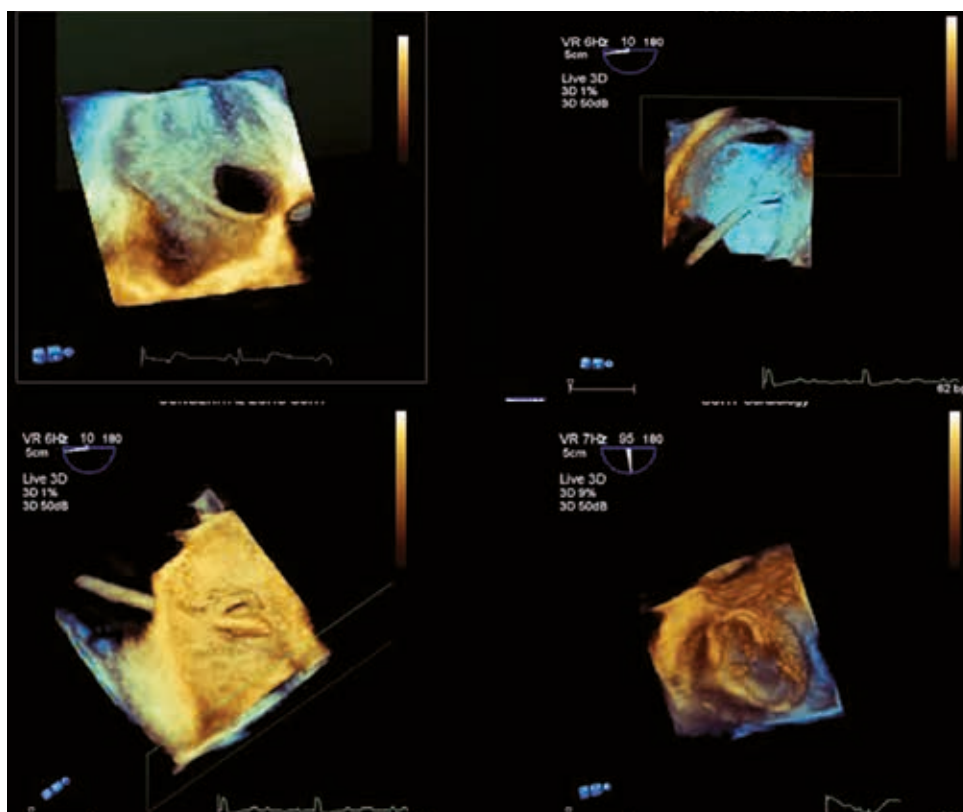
Ecocardiogramma transesofageo con ricostruzione 3D durante chiusura percutanea di difetto interatriale. In alto a sinistra il difetto interatriale visto dal versante destro, a destra passaggio del catetere attraverso il difetto, in basso a sinistra il catetere dal versante sinistro e a destra il difetto occluso dal device impiantato.
